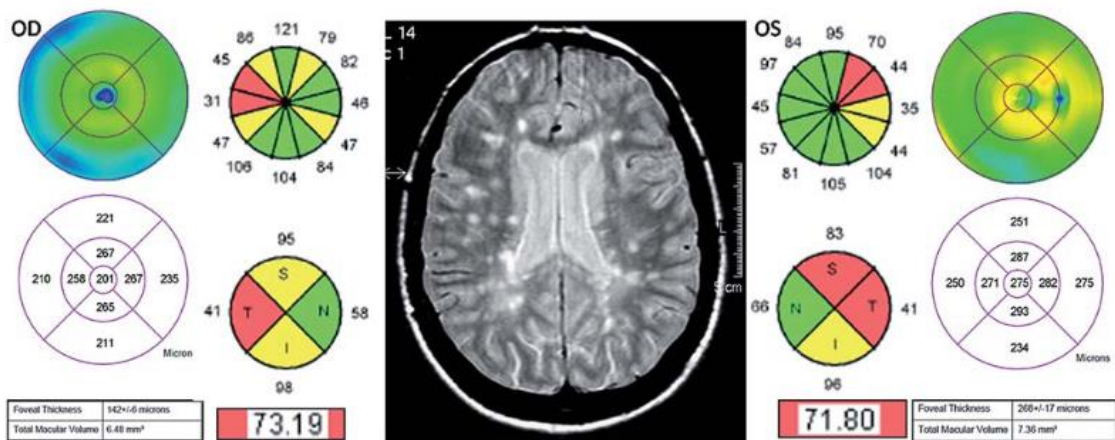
Paciente con EMSP e historia de NO del OD. Existe adelgazamiento de la RNFL en ambos ojos y adelgazamiento macular en el OD. RM con múltiples lesiones ovoides periventriculares típicas (Rebolleda et al., 2015)
